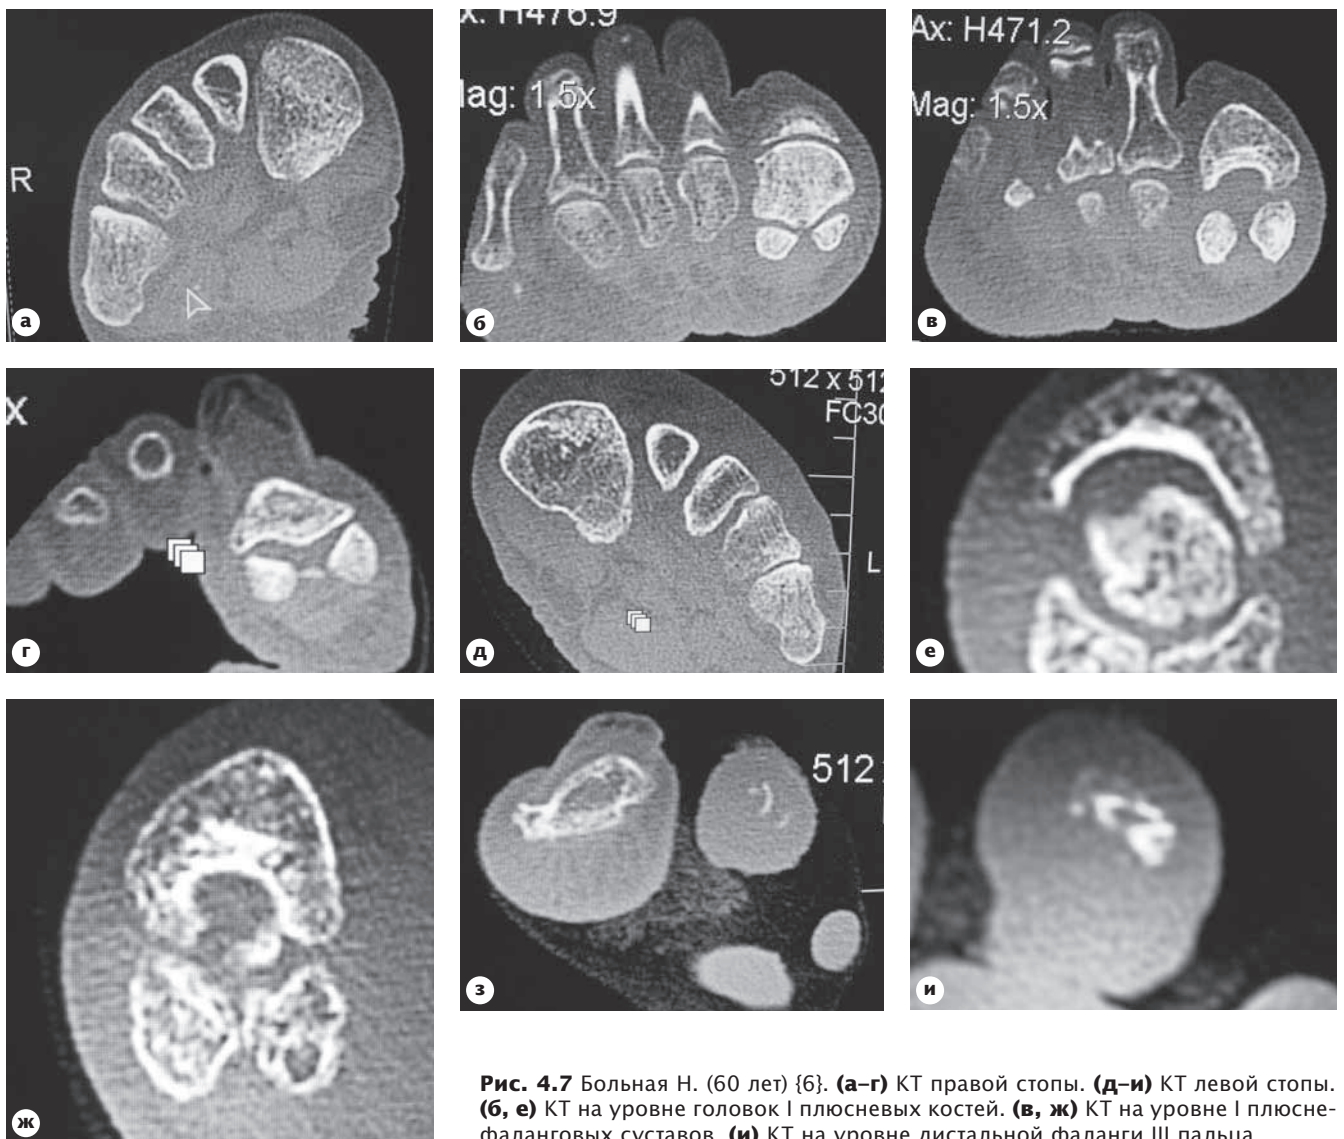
Больная Н. (60 лет) {6}. (а-г) КТ правой стопы. (д-и) КТ левой стопы. (б, е) КТ на уровне головок I плюсневых костей. (в, ж) КТ на уровне I плюснефаланговых суставов. (и) КТ на уровне дистальной фаланги III пальца.
